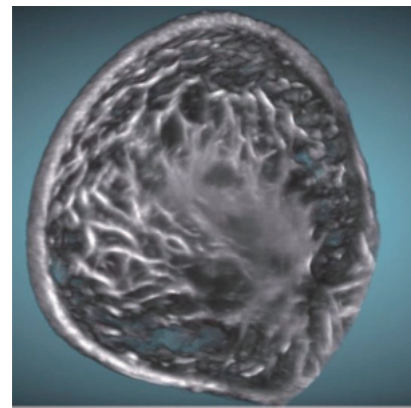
リングエコーで撮像された乳房超音波3D画像
